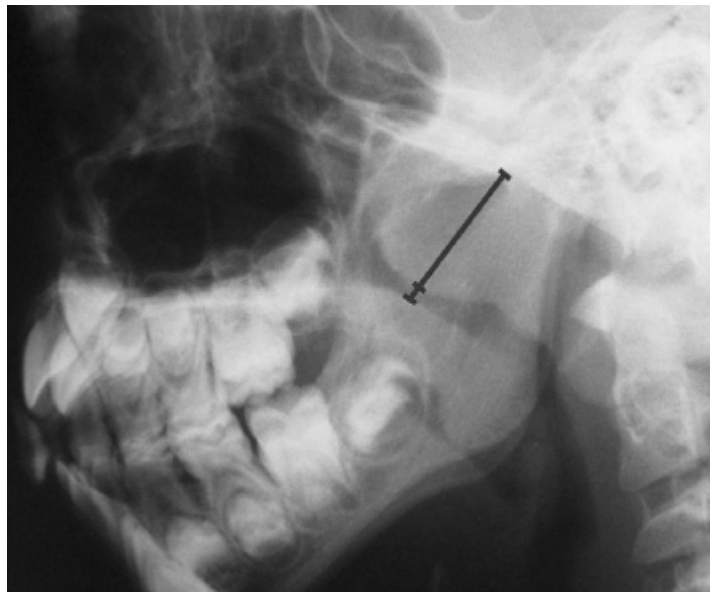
Valoración radiográfica de rinofaringe: Porcentaje de oclusión de adenoides en la vía respiratoria. (Imagen tomada del artículo:Mlynarek et al: Lateral Neck Radiography versus direct video rhinoscopy in assessing adenoid size. The Journal of Otolaryngology 2004).
